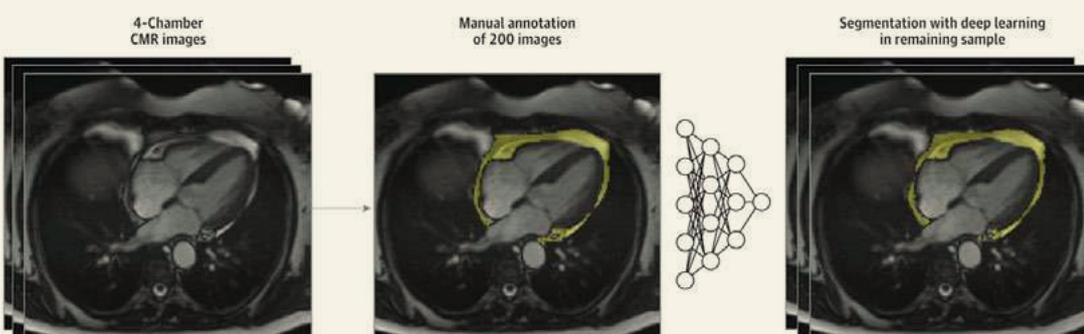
Anotación del área del tejido adiposo epicárdico y pericárdico a partir de imágenes de resonancia magnética cardíaca (RMC) de 4 cámaras
